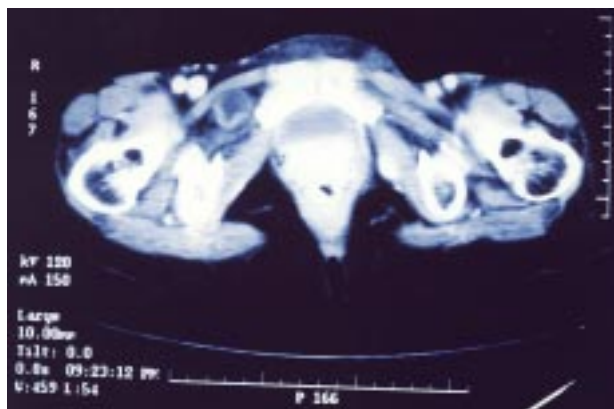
Tomografía computada de abdomen y pelvis. Se identificó hernia obturatriz del lado derecho.
